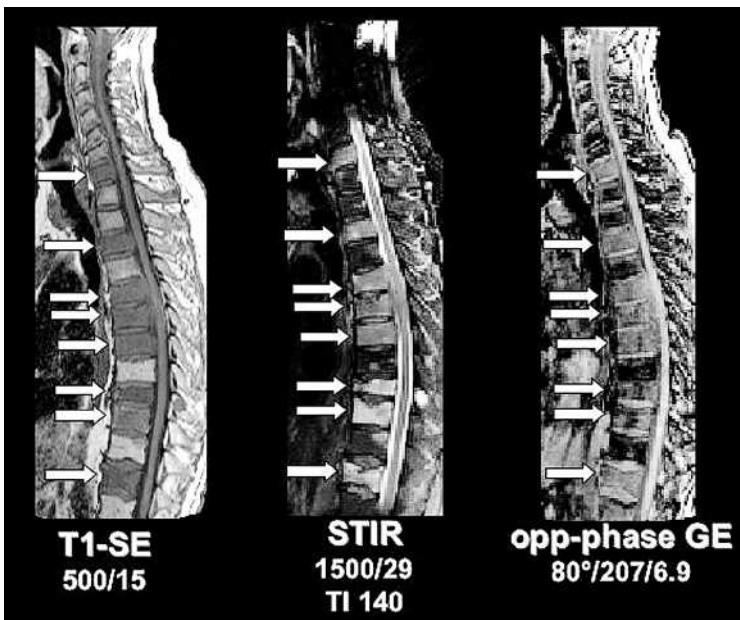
Sagittale MRT-Aufnahmen der HWS und BWS eines Patienten mit Knochenmarkmetastasen zeigen das normale, fettig konvertierte Knochenmark signalreich auf dem T1w SE-Bild und signalarm auf dem STIR- und Opposed-Phase-GE-Bild. Knochenmarkmetastasen (Pfeile) stellen sich dagegen signalarm im T1w Bild und signalreich im STIR- und OP-GE-Bild dar.
